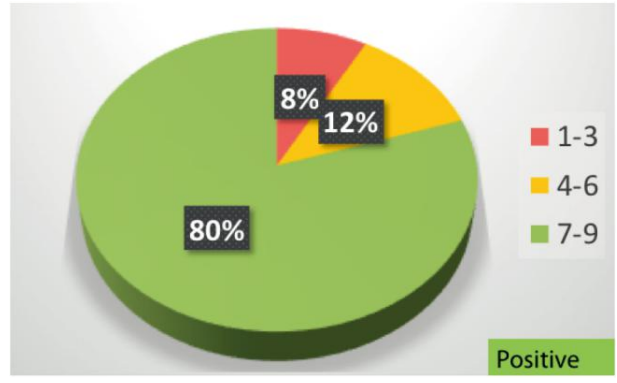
德尔菲:出于二级医疗/耳鼻喉科手术治疗的目的,是否认可使用此前 3-6 个月内所行的 CT。
